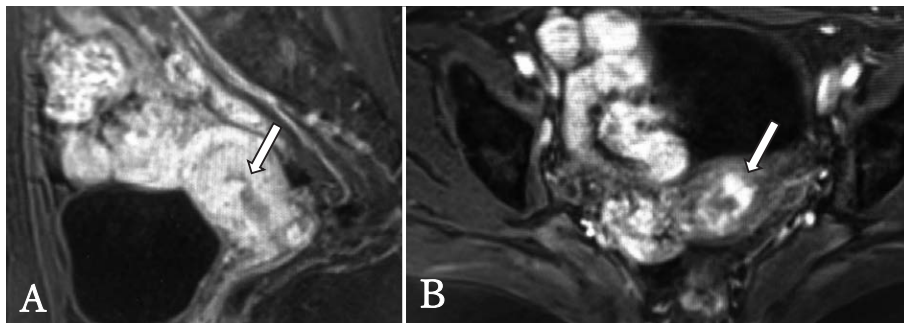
骨盤部MRI (A: T2強調画像, 矢状断, B: ダイナミックMRI早期相, 水平断)
